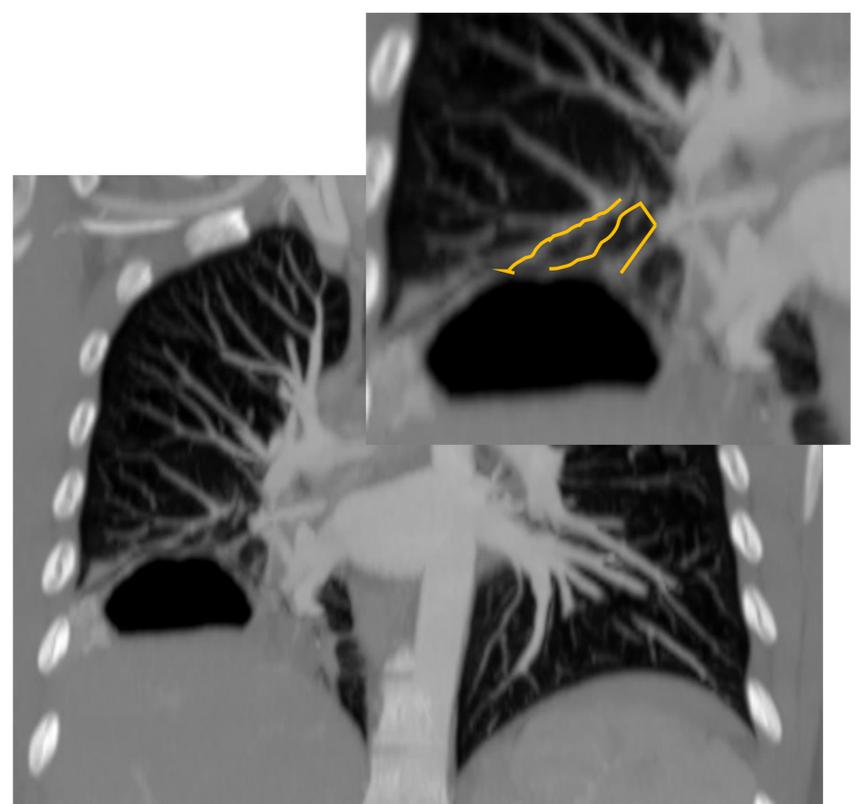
(TC tórax con civ) interrupción de estructuras broncovasculares sin desplazarlas..
